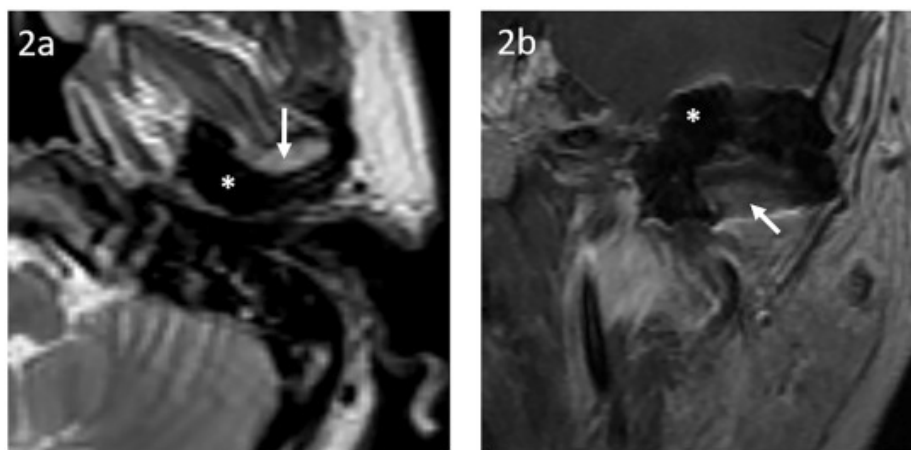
Магнітно-резонансна томографія виявила характерні ознаки пігментованого ворсинчасто-вузликового синовіїту (ПВВС), зумовленого відкладенням гемосидерину в пухлині. (2а) Аксіальне T2-зважене МРТ показує, що пухлина лівого СНЩС має гіпоінтенсивний сигнал порівняно з речовиною головного мозку. Утворення локалізується перед передньою стінкою зовнішнього слухового проходу та позаду виросткового відростка нижньої щелепи (стрілка). (2б) Корональне T1-зважене МРТ демонструє пухлину навколо виросткового відростка (стрілка), що має гіпоінтенсивний сигнал, подібний до кісткової тканини, і не накопичує контраст після введення гадолінію
